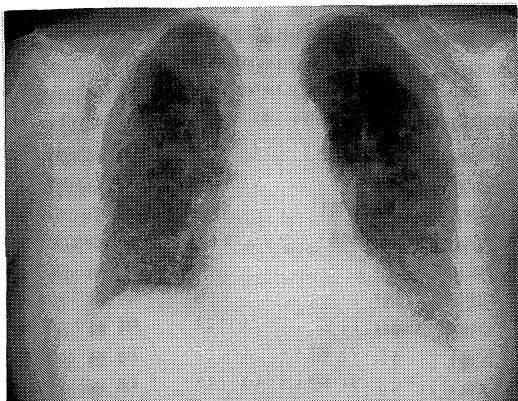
Chest roentgenography after extraction of thoracic drainage.
